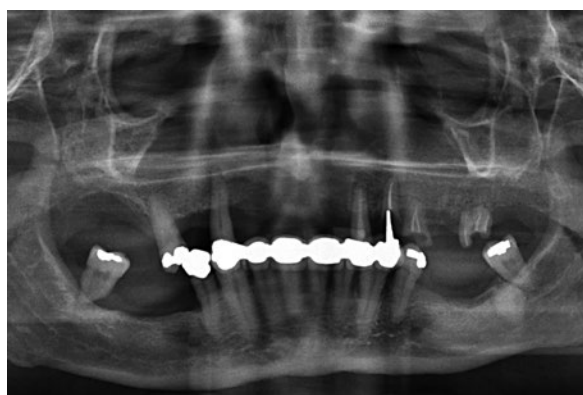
Radiografia inicial do paciente. Podemos ver como é evidente a fratura do dente na posição 23, bem como os restos radiculares no segundo quadrante e a necessidade de extração dos dentes do siso inferiores.
